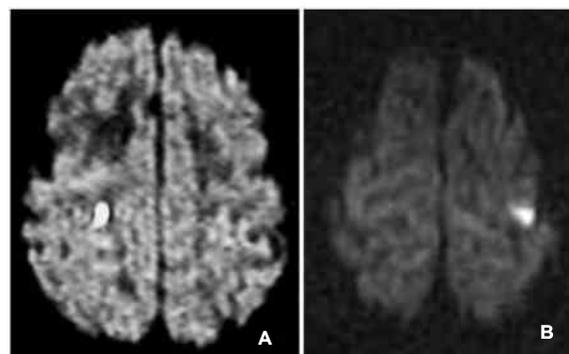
臨床症状出現直後にMRI拡散強調画像で確認された大脳皮質下白質内小病巣。A；左片麻痺増悪，B；右片麻痺増悪。
